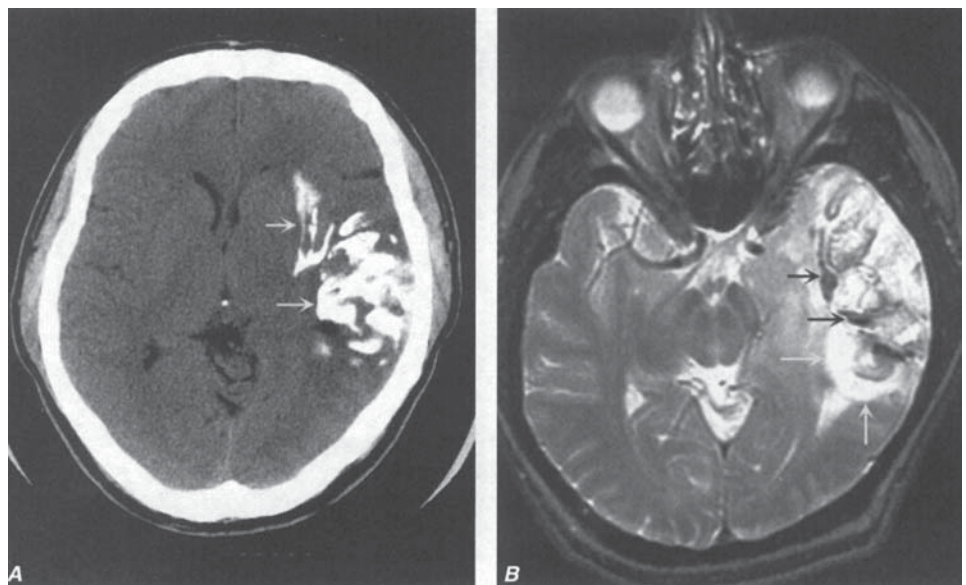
Oligodendrogliom. A. TC fără contrast arată o masă calcificată la nivelul lobului temporal stâng (săgețile), asociată cu un efect mediu de masă și cu edem scăzut. B. Imaginea RMN cu semnal T2 arată o masă heterogenă, cu semnal hipointens (săgețile negre) înconjurată de o zonă de semnal cu intensitate mare (săgețile albe), ce reprezintă o masă calcificată în lobul temporal. Tumora se extinde medial spre stânga în lobul temporal și comprimă trunchiul cerebral.
